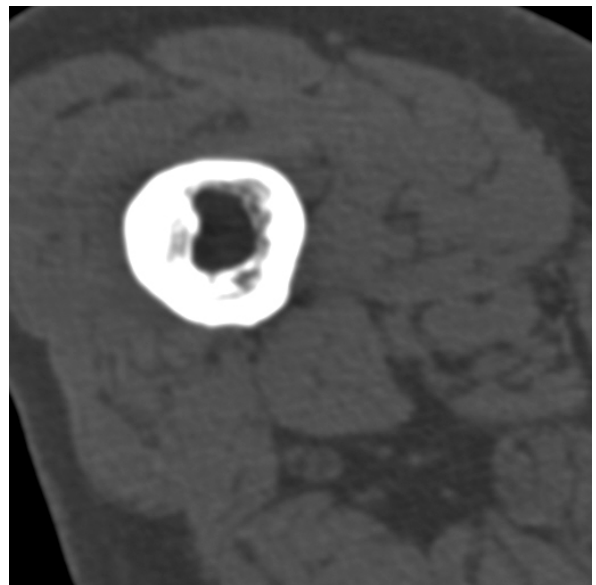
CT scan of distal femoral shaft shows thickened lateral femoral cortex and endosteal new bone formation.
